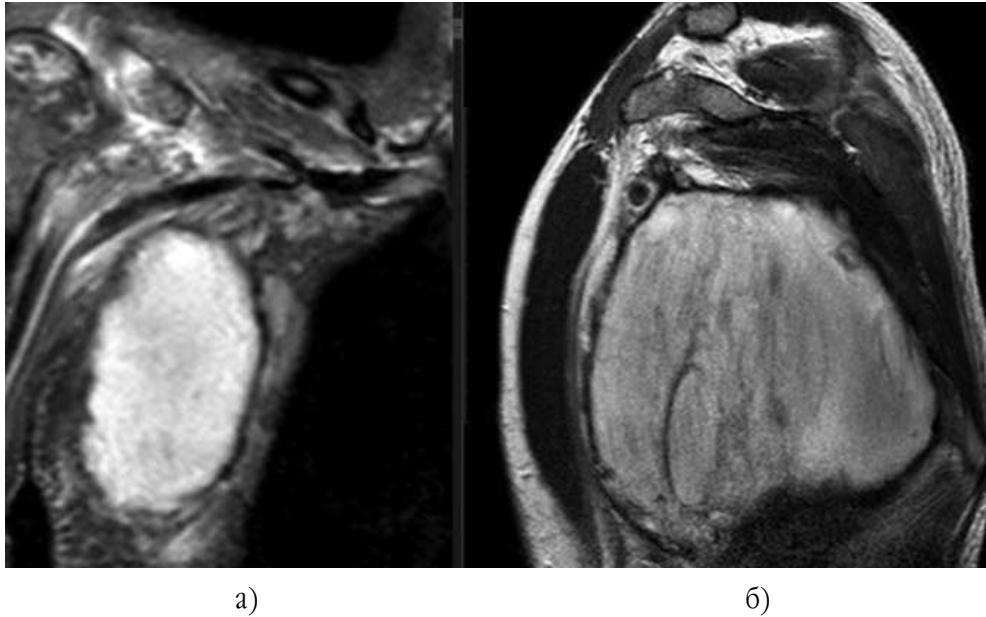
На МР-томограмах у режимі STIR 33 визначається гематома правої аксиллярної ділянки правого плечового сплетення: а) у корональній проекції; б) у режимі T2 у сагітальній проекції
